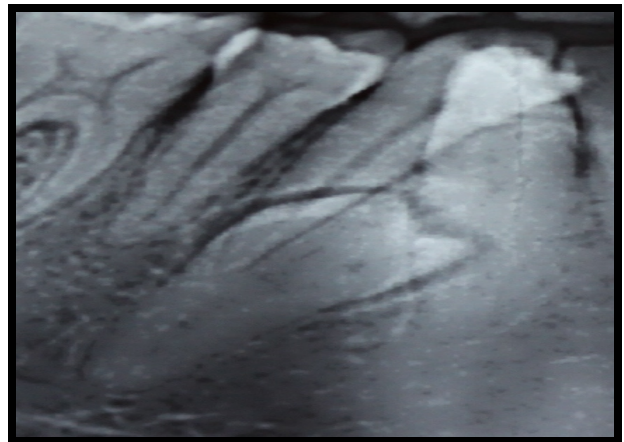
Radiografia periapical supranumerário incluído.
